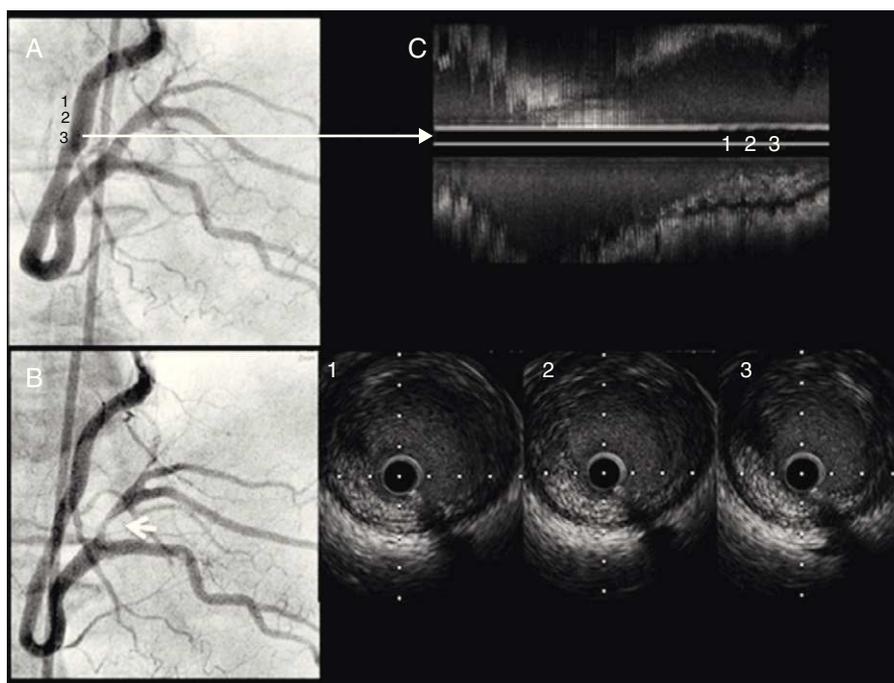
Paciente 1. A: coronariografía derecha basal. B: espasmo severo focal en la coronaria derecha distal tras acetilcolina intracoronaria. C: estudio por ecocardiografía intracoronaria, con reconstrucción longitudinal y cortes transversales, donde se muestra imagen de posible trombo adherido a la pared sobre probable fisura de placa. No se observa ulceración.
